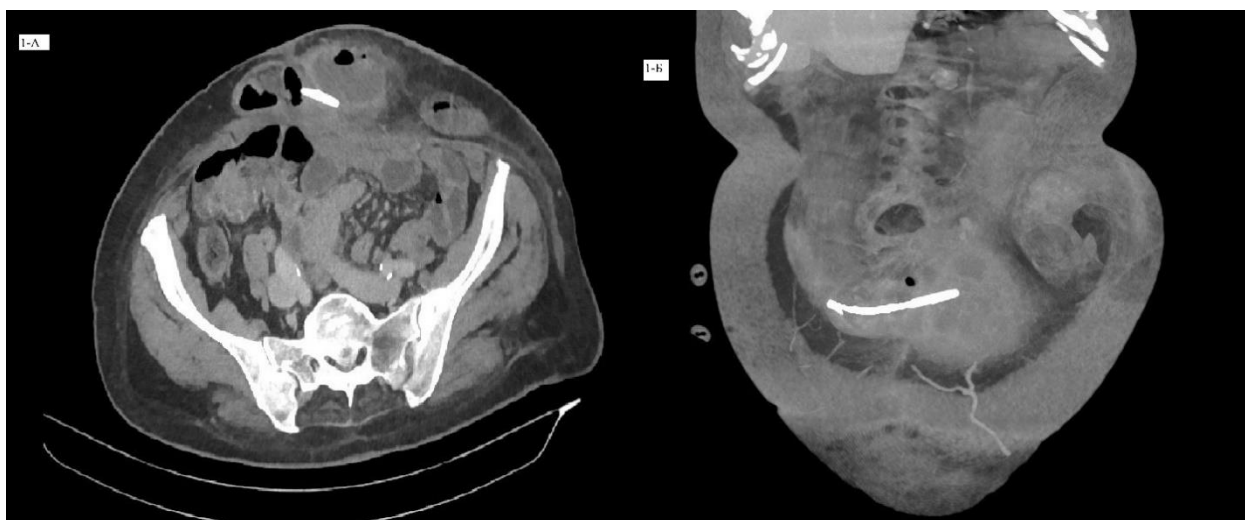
Компьютерная томограмма передней брюшной стенки и брюшной полости в поперечном (1-А) и фронтальном срезе (1-Б). Определяются признаки флегмоны грыжевого мешка (пузырьки газа, указано стрелкой). Стрелкой указан билиарный стент в просвете кишки, сообщающийся с полостью грыжевого мешка.
